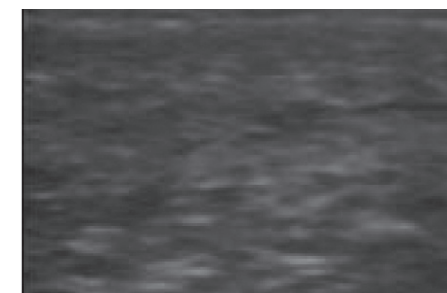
Ecografía del órgano entesis donde se observa la sustitución del tejido degenerado por tejido conectivo nuevo (flechas).
